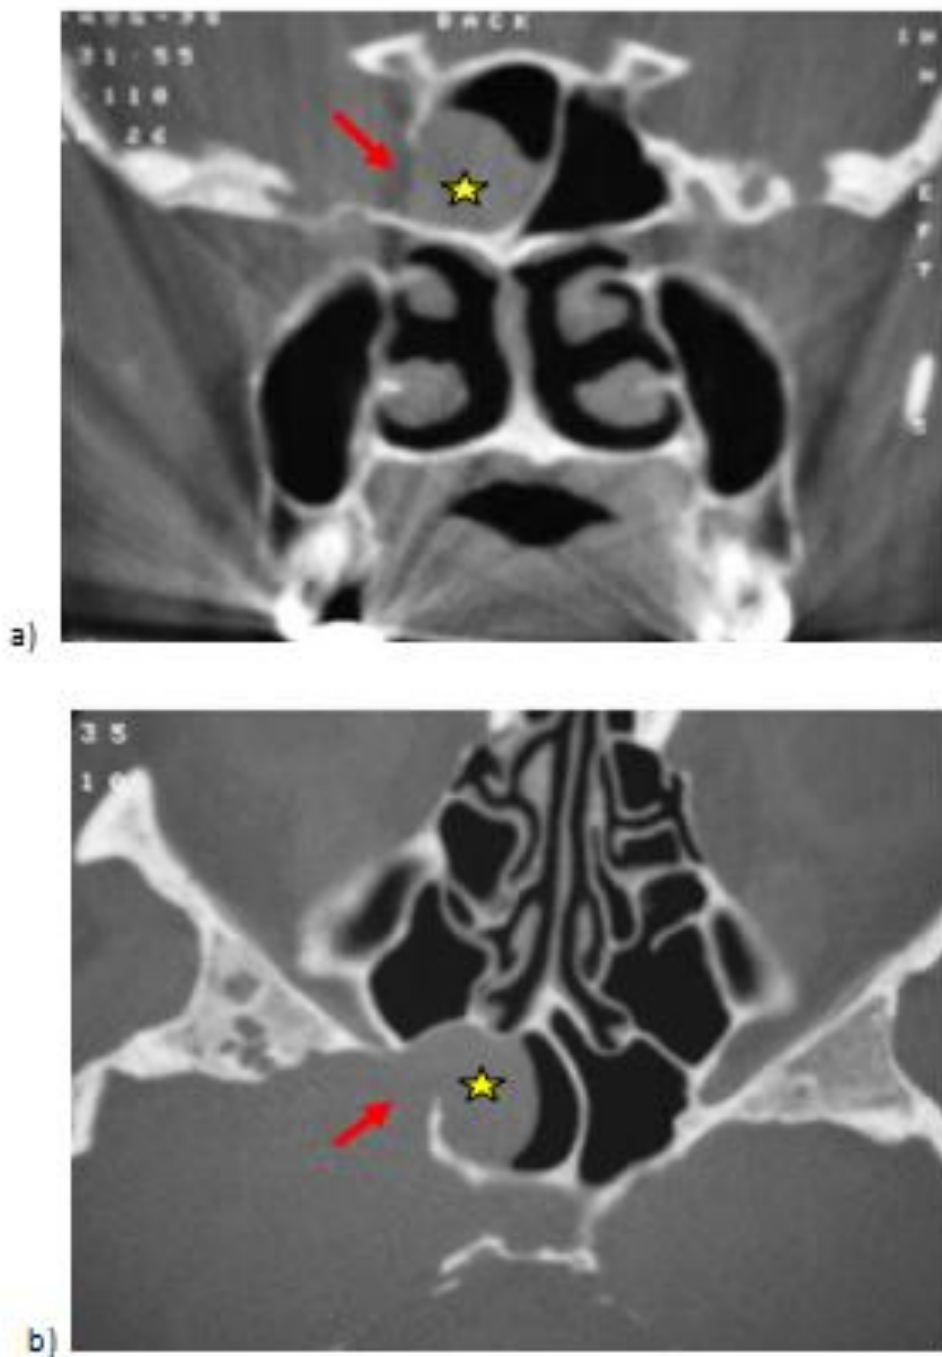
TDM sinus C- Coupe coronal (a) et axial Lésion hypodense (étoile) à contours arrondie comblant presque totalement le sinus sphénoïdal droit avec défaut (flèche rouge) de la paroi latérale du sinus sphénoïdal. [51]
